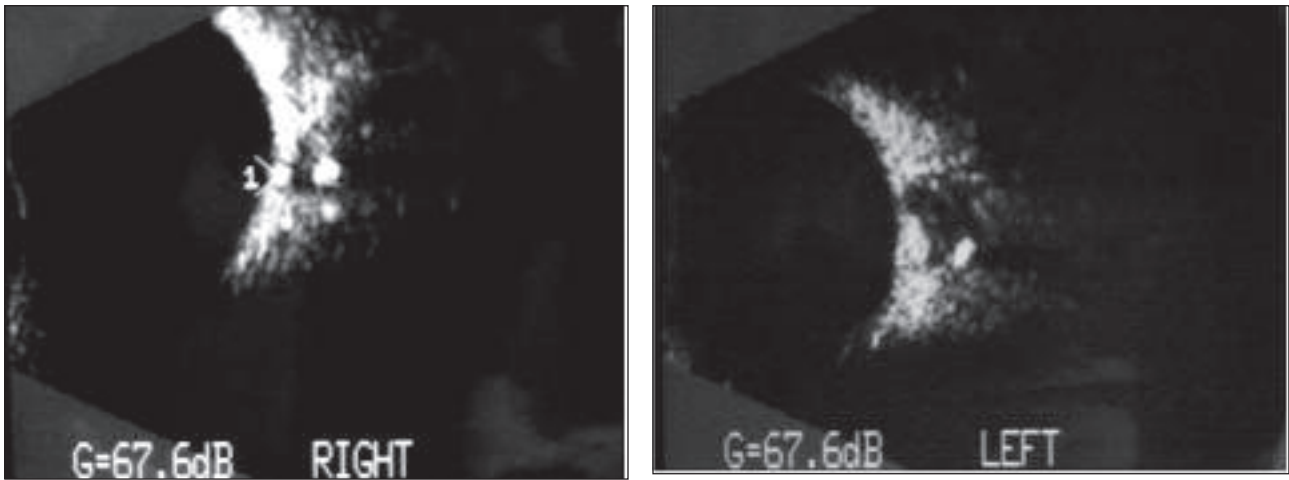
Ultra-sonografia ocular modo B evidenciando drusas em disco e nervo óptico de ambos os olhos
